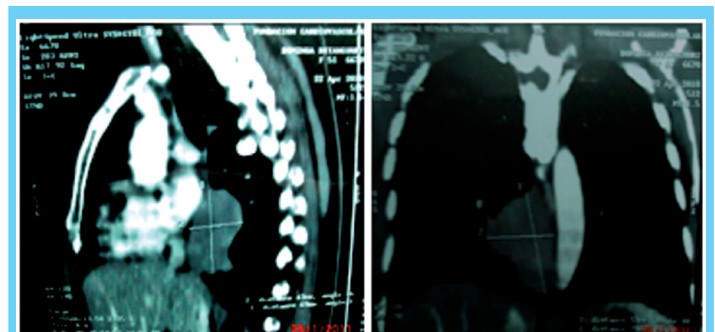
TAC de tórax. 22 de Abril del 2010
